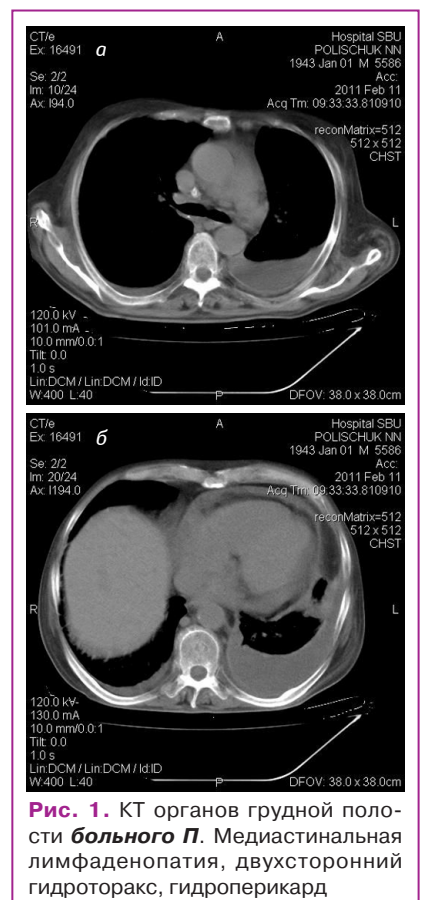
КТ органов грудной полости больного П. Медиастинальная лимфаденопатия, двухсторонний гидроторакс, гидроперикард
